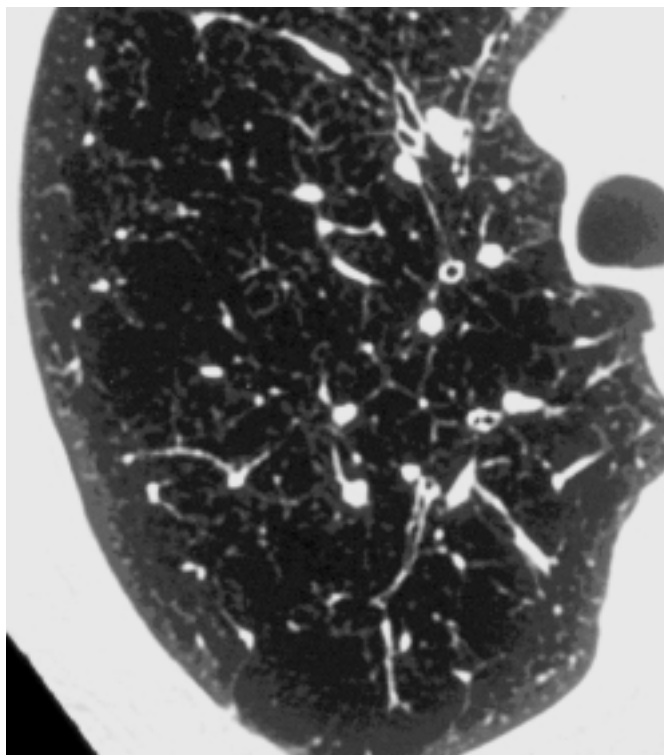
HRCT: Panlobuläres Emphysem mit generalisiert erniedrigter Dichte, Vergrößerung (Überblähung) der Lobuli und Gefäßrarefizierung.
